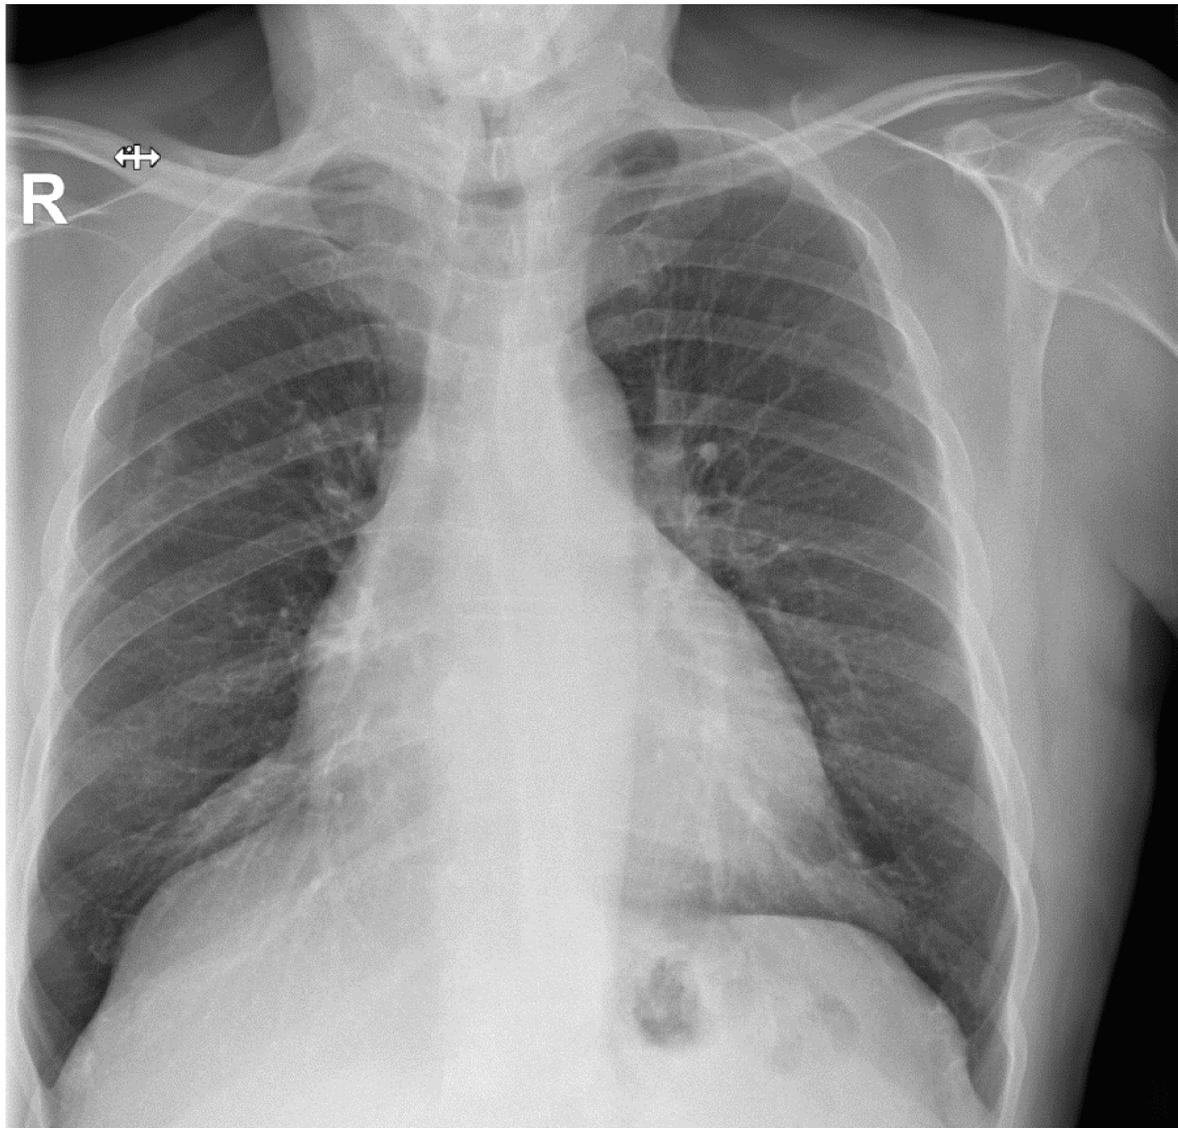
Radiografía simple de tórax de un varón de 60 años con clínica de disnea de varias semanas de evolución. Únicamente destaca un aumento del índice cardiotorácico que traduce una posible dilatación ventricular, mínimo pinzamiento del seno costofrénico lateral derecho y algunas pequeñas opacidades mal definidas en hemitórax derecho, inespecíficas en esta técnica de imagen.
